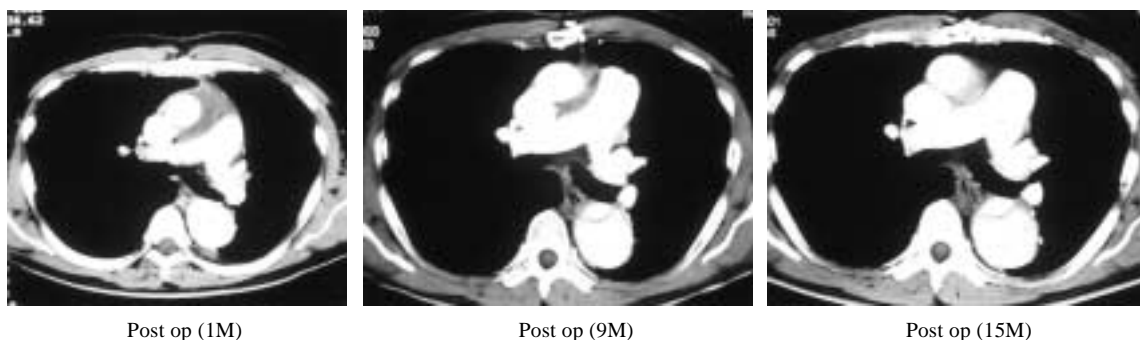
Contrast enhanced CT scan
